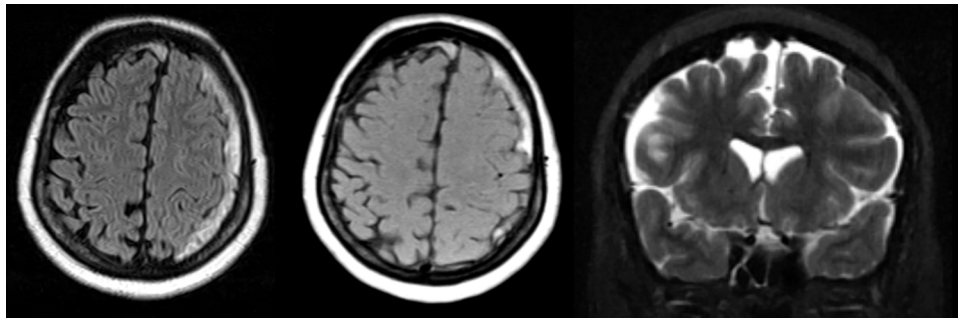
Secuencias FLAIR, T1 (cortes axiales) y T2 (corte coronal) demostrando colección extraaxial subdural en convexidad frontoparietal izquierda.
